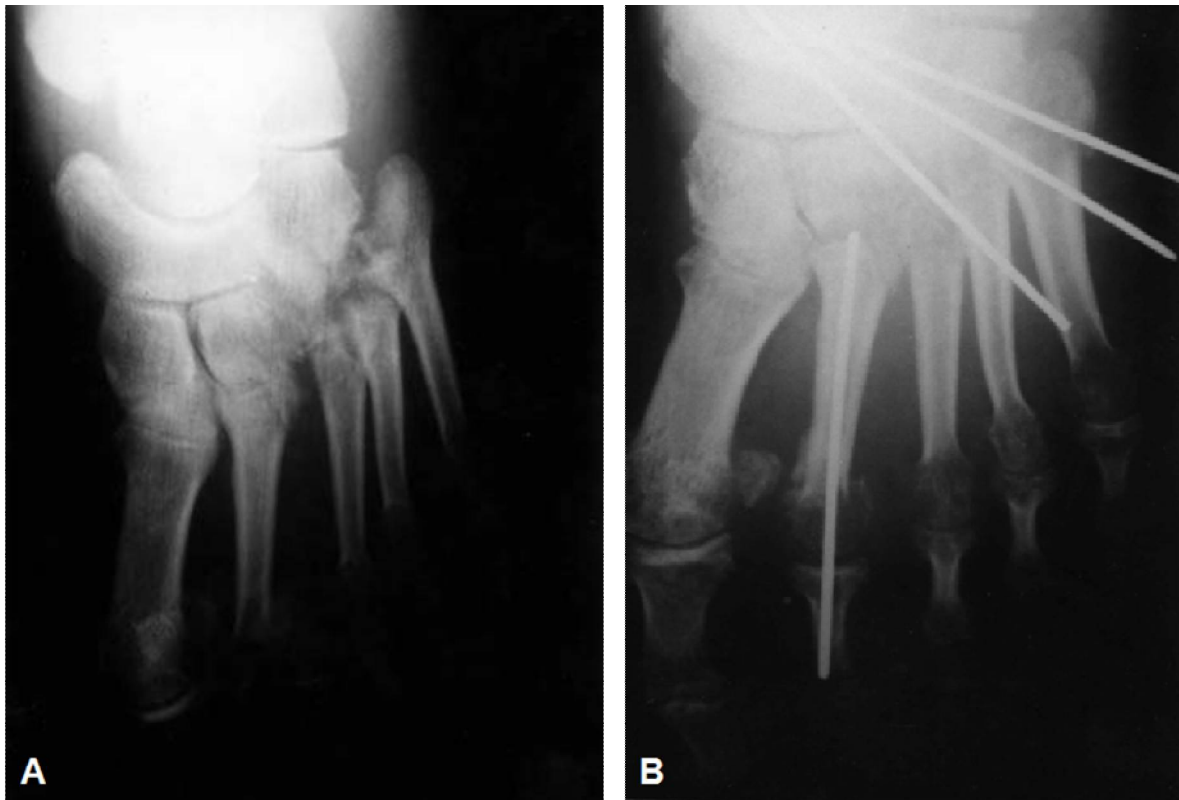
Radiographies standards chez un de nos patients
